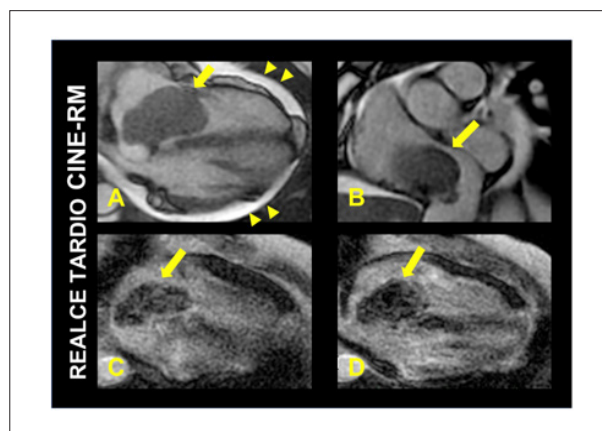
Ressonância Magnética do coração em paciente de 34 anos, portadora de volumosa massa ocupando átrio direito (setas). A) Imagem de cine-ressonância em incidência de 4 câmaras apresentando massa atrial direita ocupando parte do plano valvar tricúspide durante a diástole ventricular, com obstrução parcial à via de entrada do ventrículo direito. Adicionalmente, observa-se derrame pericárdico discreto (cabeças de seta). Em B), observa-se plano do eixo curto do átrio direito, onde se evidencia obstrução parcial do ostio da veia cava inferior pela massa atrial. C, D) Imagens de realce tardio demonstram captação de contraste paramagnético, o que torna improvável o diagnóstico de trombo intracavitário. Imagens de perfusão dinâmica da massa (não demonstradas) demonstraram que essa estrutura apresentava sinais de alta vascularização, sugerindo o diagnóstico de neoplasia maligna. Imagem cortesia do Dr. Tiago Augusto Magalhães.
